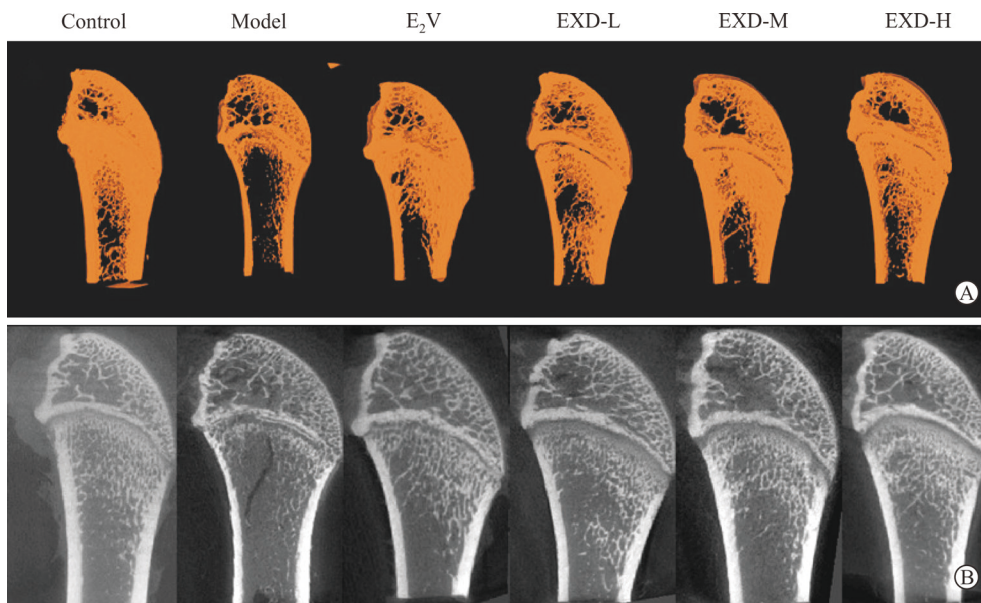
大鼠股骨横切面的显微 CT 3D 扫描图 (A) 和平面扫描图 (B)
